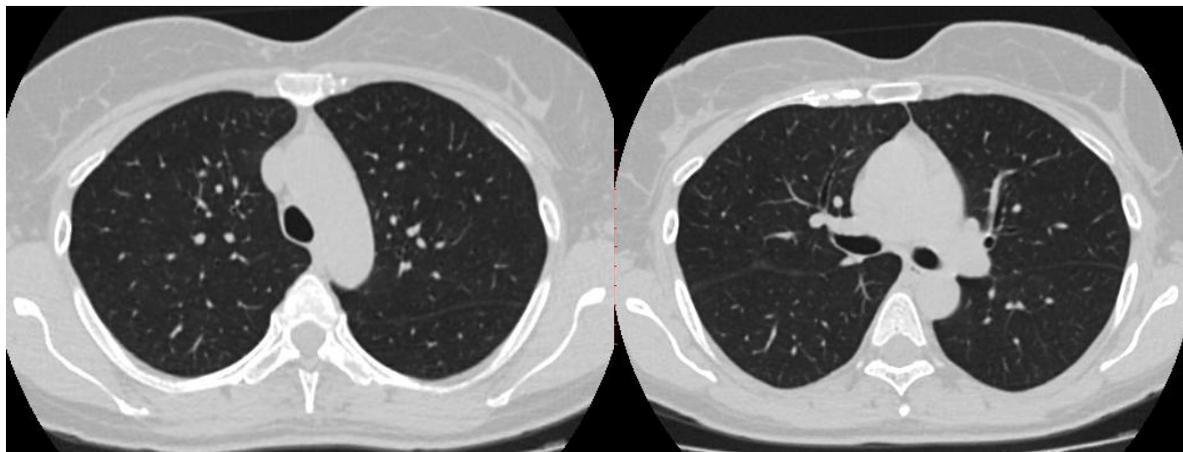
СКТ от 12.04.2019 г.
